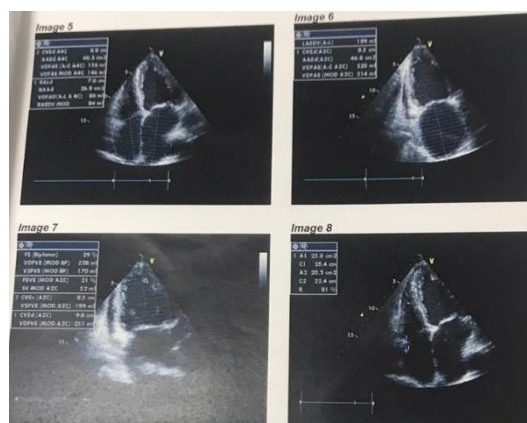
Ecocardiograma realizado na internação.
